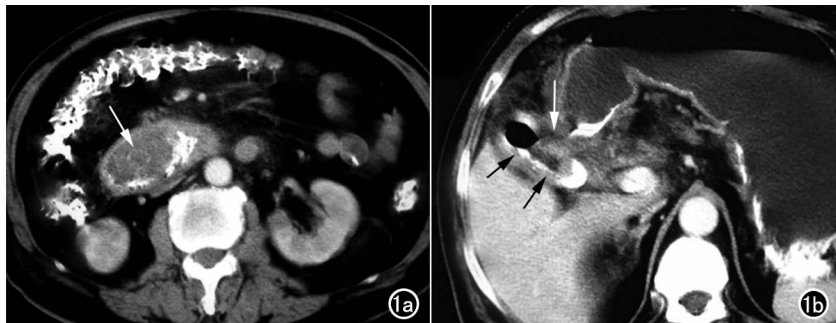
a) CT 平扫示移行的胆囊结石位于十二指肠降段(箭), 周围环绕口服胃肠道对比剂; b) 胆囊(黑箭)与十二指肠粘连, 对应结构紊乱, 胆囊积气, 并可见胆-肠瘘道形成(白箭)。
